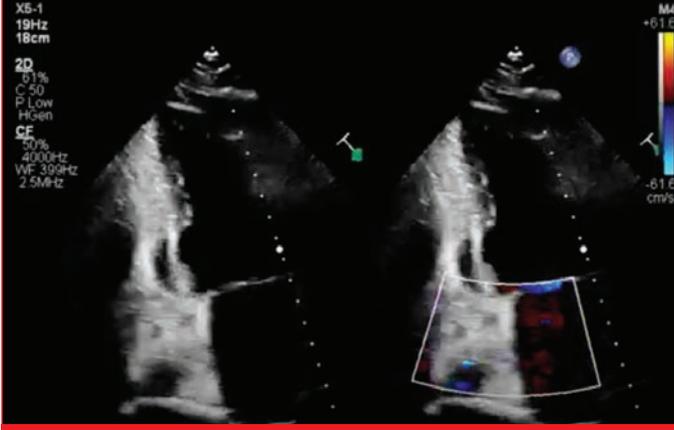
TTE-2D-modifiye 4 boşluk longitudinal kesit renkli doppler karşılaştırmalı görüntüde koroner sinüs aliasing ve geniş koroner sinüste belirginleşme ve aliasing görülmekte.
